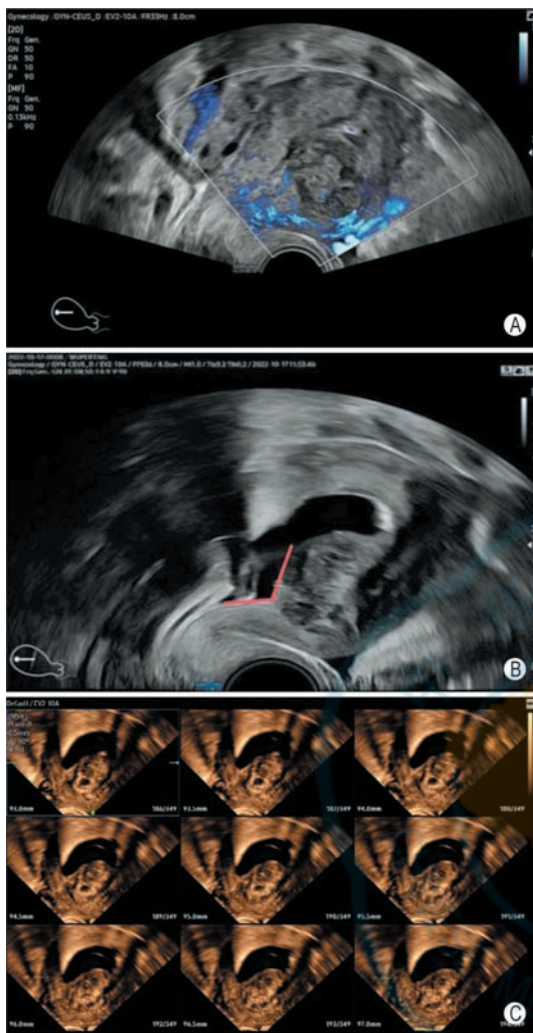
黏膜下肌瘤声像图 A: 经阴道常规超声矢状切面声像图可观察到肌瘤凸入宫腔内, 但宫腔处于闭合状态, 难以评估肌瘤凸入宫腔的程度; B: 生理盐水灌注宫腔声学造影 (SIS) 矢状切面声像图显示肌瘤与子宫内面形成的夹角为钝角, 诊断为 FIGO 2 型黏膜下肌瘤; C: SIS 联合三维断层超声成像横切面声像图可评估肌瘤的内凸程度
